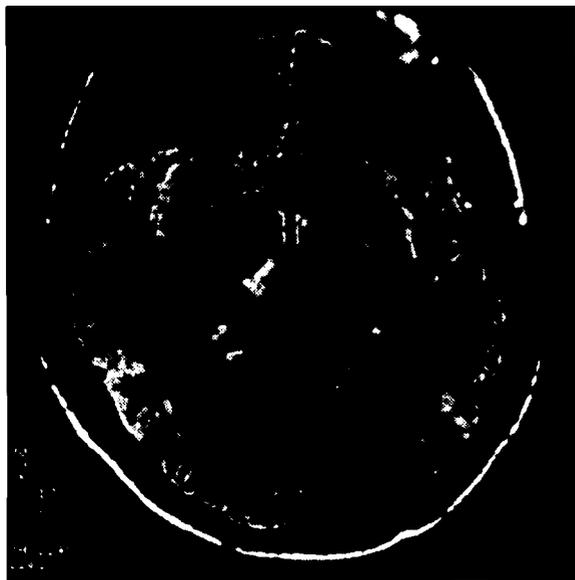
Paciente SF. RMN de cerebro (corte axial): se observa una lesion peduncular derecha.
